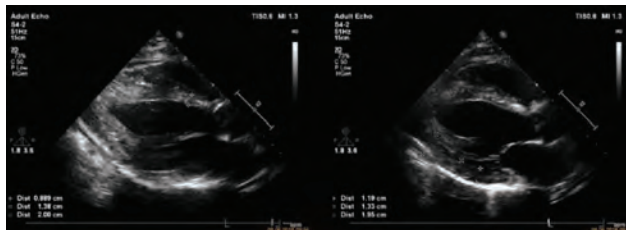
Parasternal long axis views and measurements.
